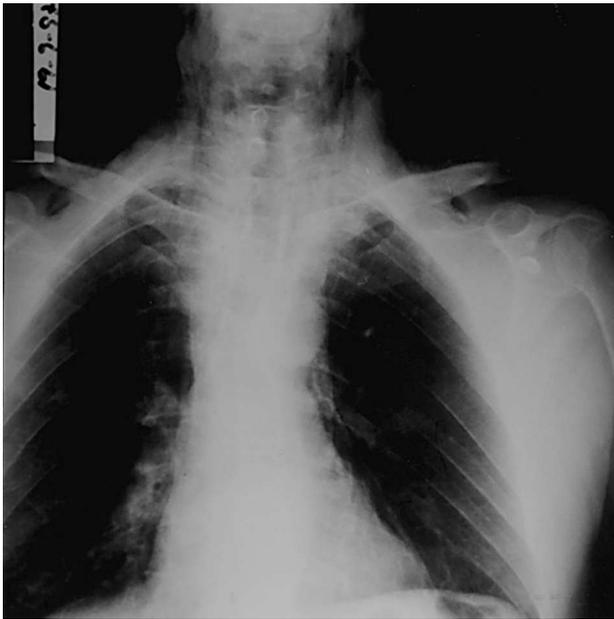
Radiografía de tórax. Enfisema cutáneo cervical.
